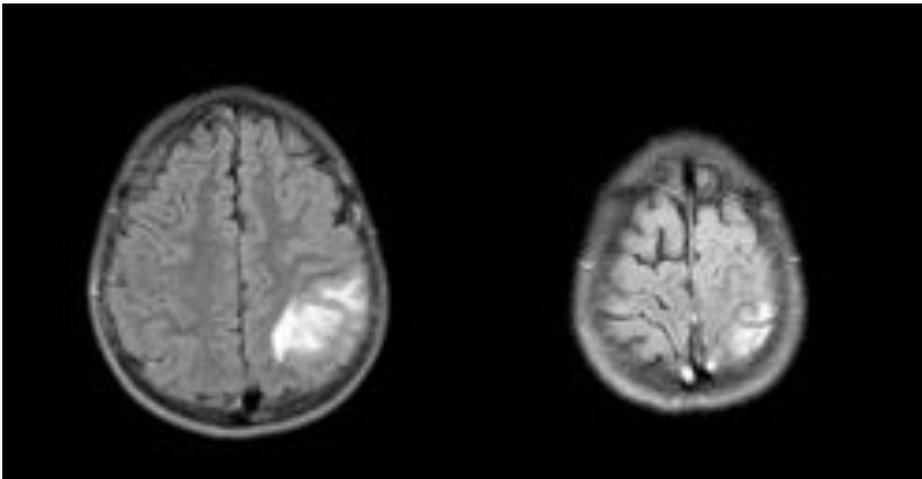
Mismo paciente que en la Fig. 3. RM cerebral, secuencia FLAIR. Región edematosa corticosubcortical parietal izquierda correspondiente a infarto venoso.
